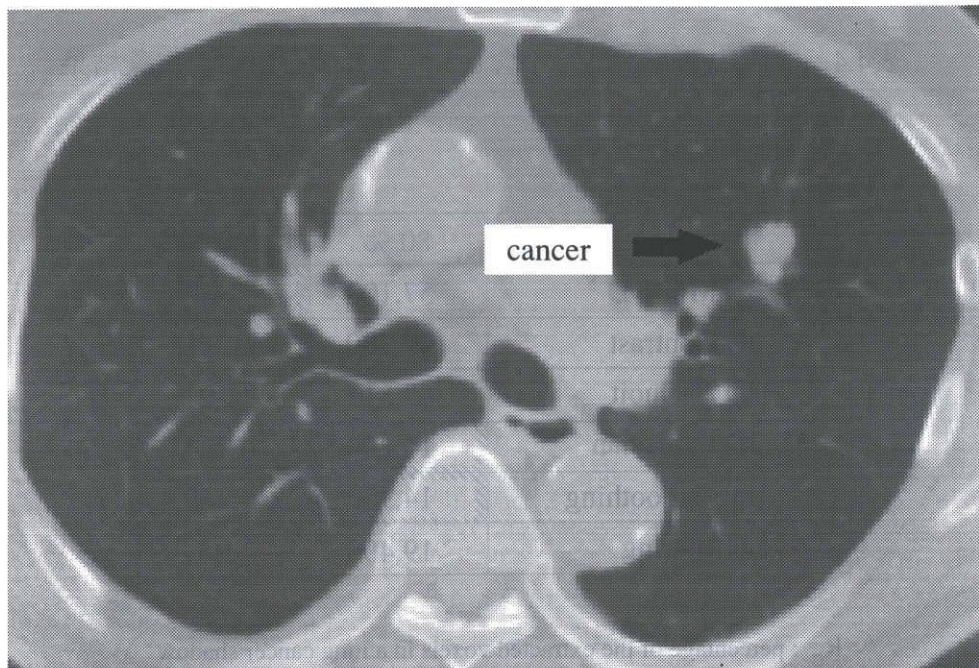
実際の肺がん陰影を含むCT像の1スライス
